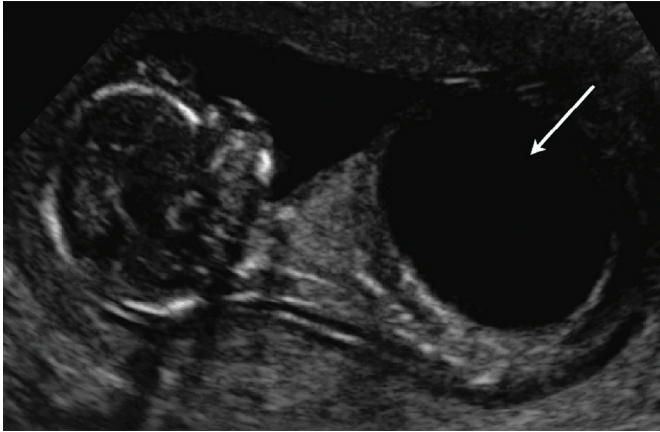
Мегацистис у плода в первом триместре (УЗИ) [20]
